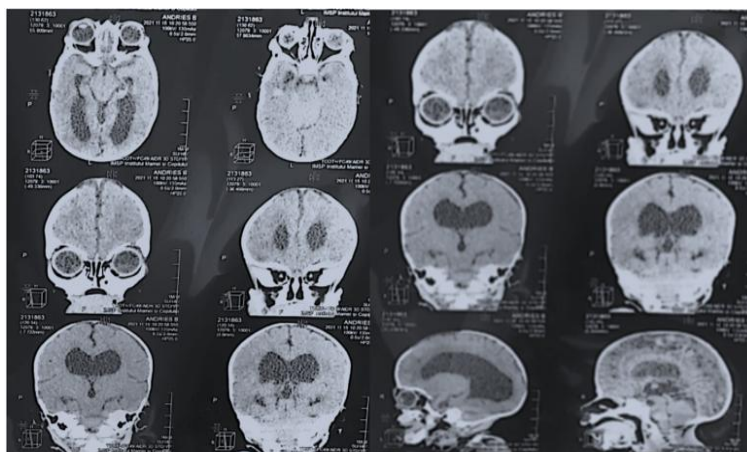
TC cerebrală la copil de 2 ani: malformație Arnold-Chiari de tipul I.
